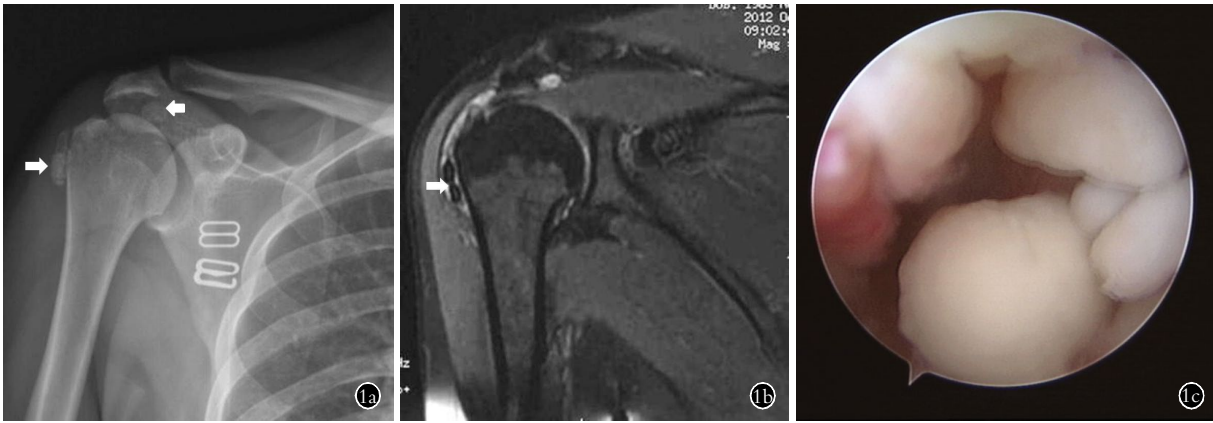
患者,女,46 岁,肩峰下滑囊滑膜软骨瘤病 1a. 右肩关节正位 X 线片示右侧肱骨大结节外侧、肩峰下数个钙化小体(箭头所示) 1b. 右肩冠状位 MRI 提示肩袖损伤、肩峰下游离体(箭头所示) 1c. 关节镜检查见肩峰下存在数个游离体 1d. 术中在肩峰下取出的 9 块游离体 1e. 右肩关节术后正位 X 线片示肩峰下无游离体影
